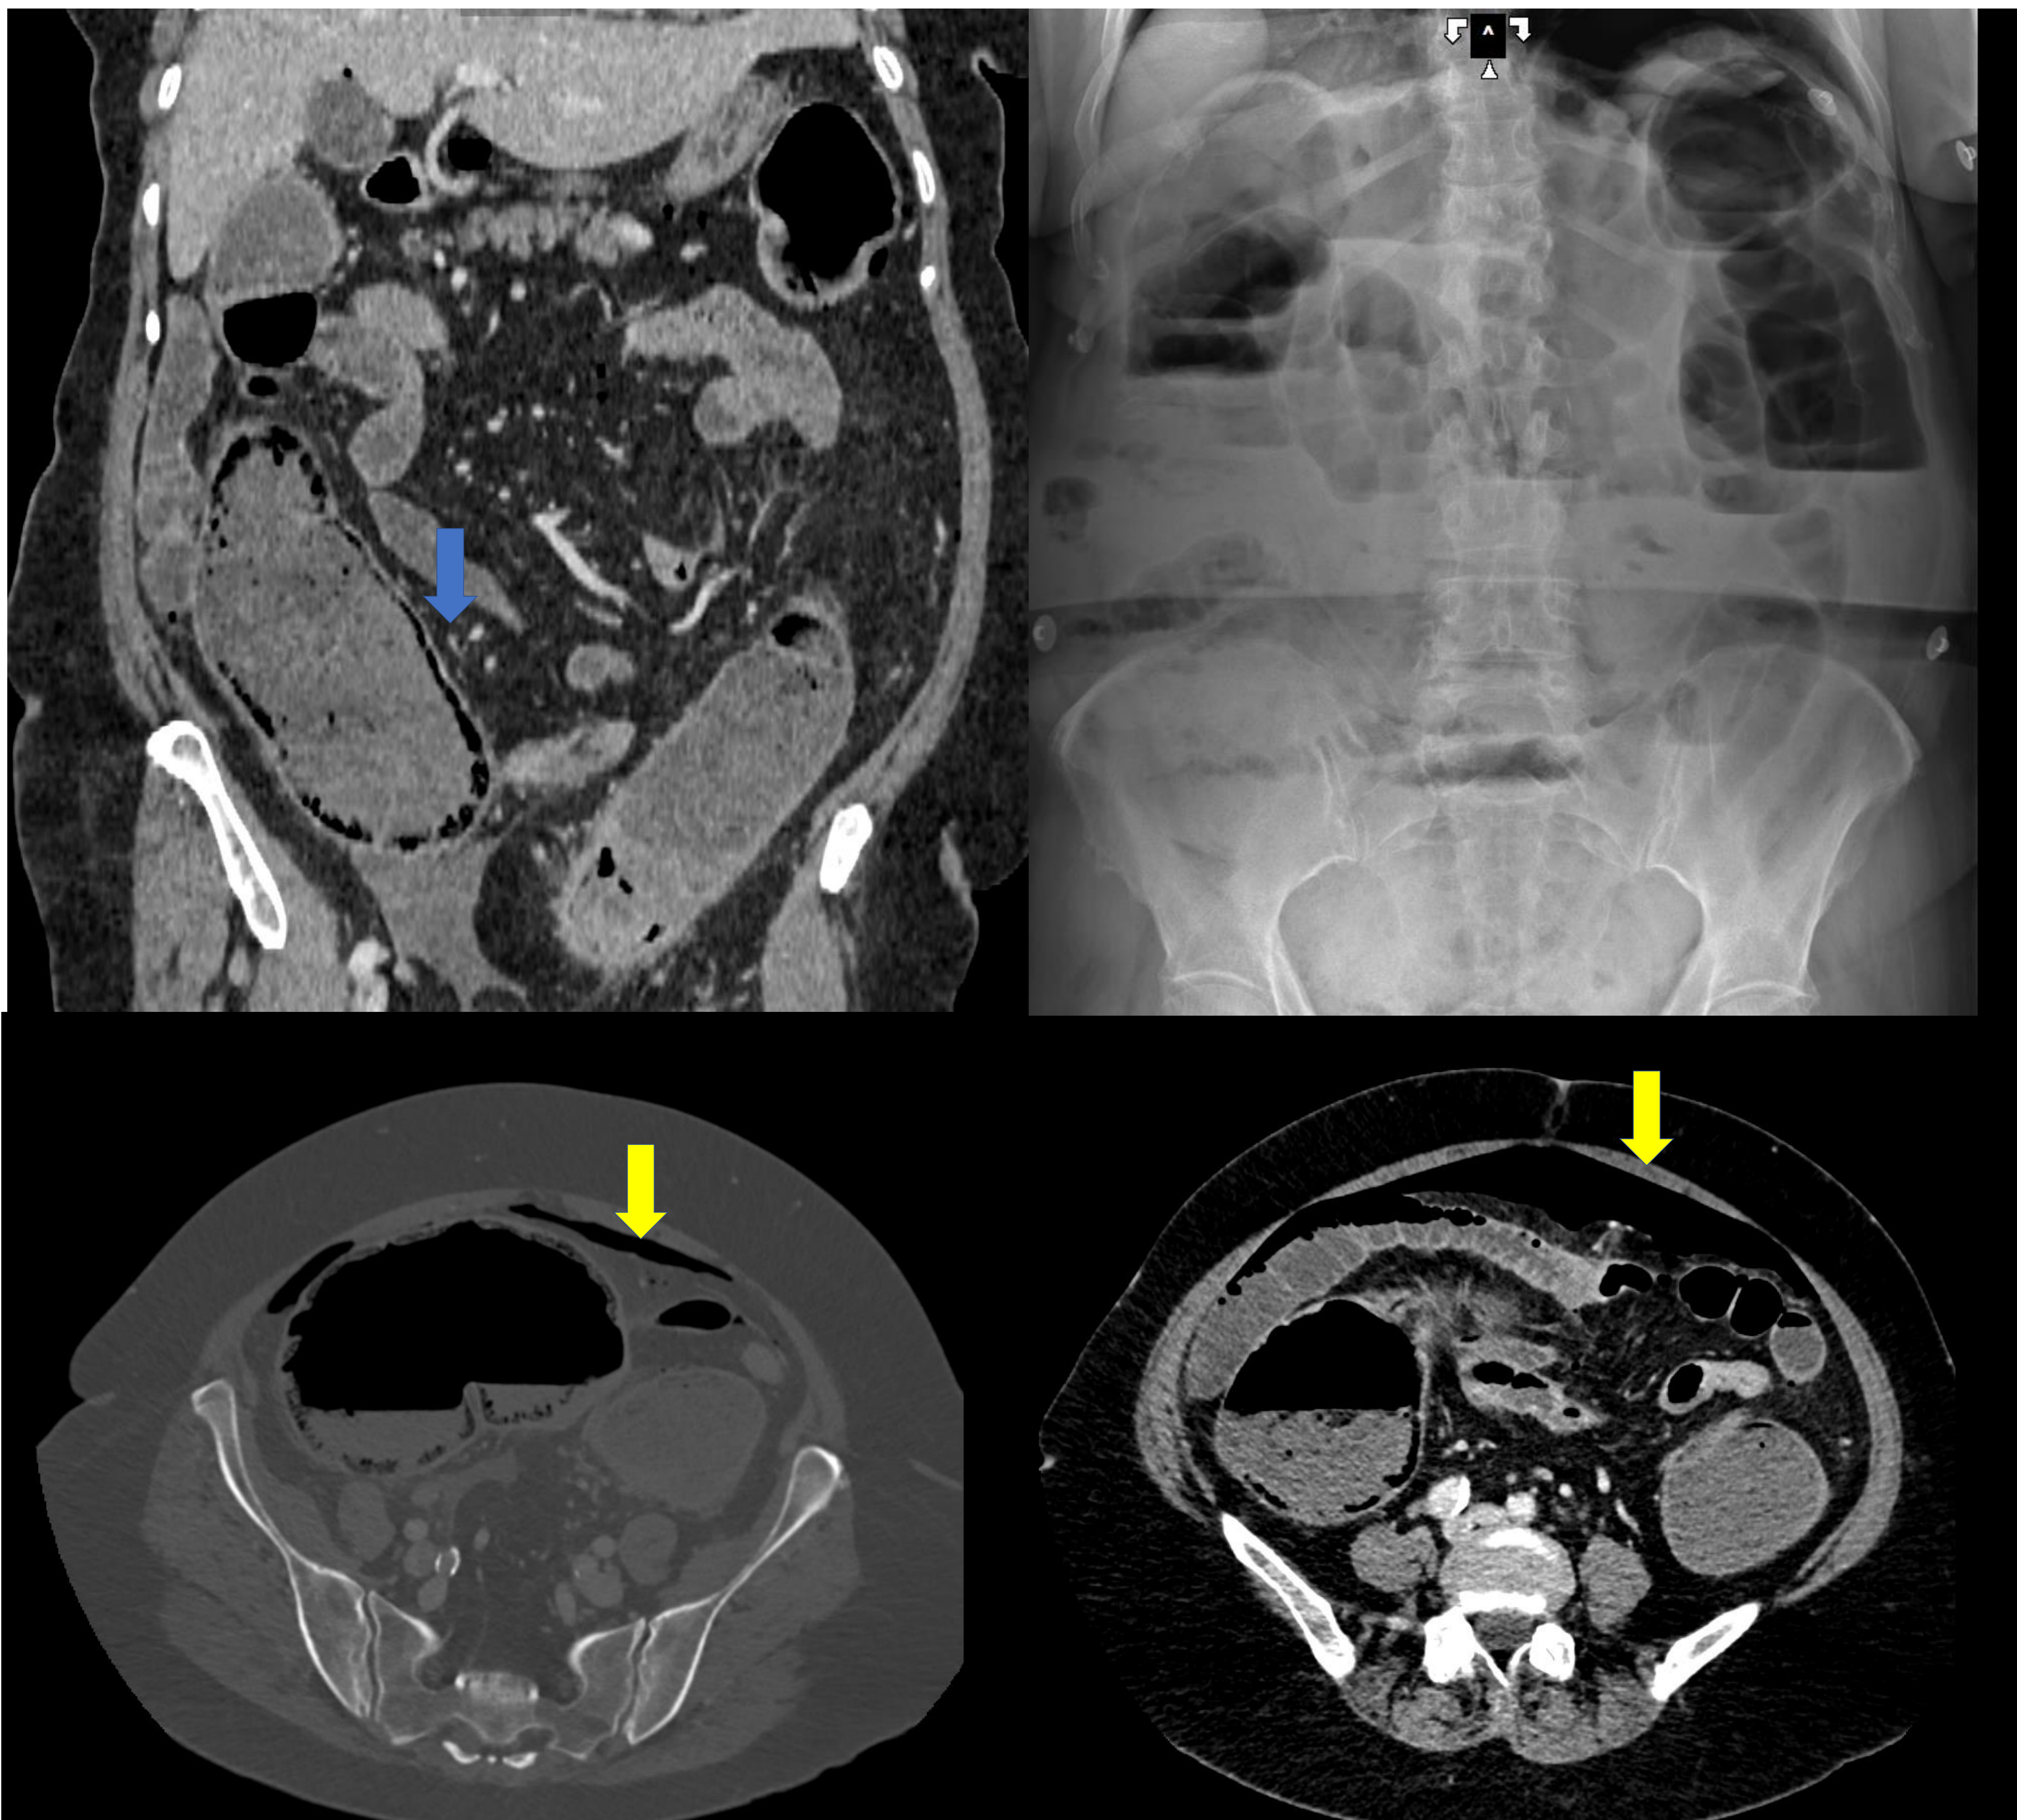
Reconstrucción coronal con ventana de partes blandas, radiografía en bipedestación, TC axial con ventana ósea y TC axial con ventana de partes blandas. Neumoperitoneo (flecha amarilla) secundario a perforación de víscera hueca, con marcada distensión del marco colónico, niveles hidroaéreos y neumatosis en ciego y sigma (flecha azul) secundario a perforación por diverticulitis complicada.
